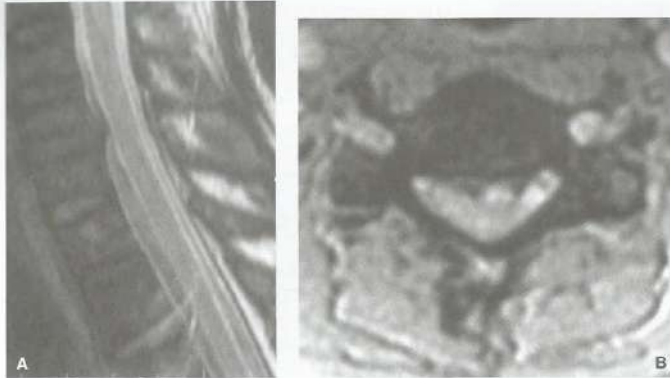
RM da coluna cervical demonstrando protrusão focal mediana obliterando o espaço líquido anterior (A) e tocando a face anterior da medula espinal (B).
